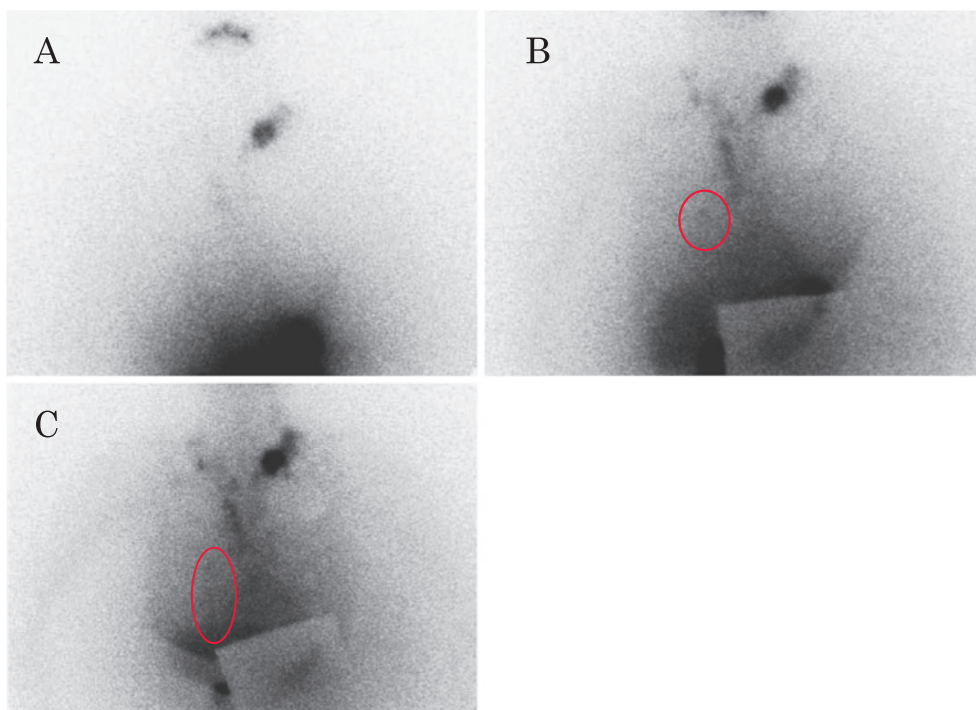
An area of enhancement corresponding to the leakage site was not seen 70 minutes after the initiation of thoracic duct scintigraphy (4A), but was confirmed near the right pulmonary hilum at 100 minutes. (4B) Clear leakage of chyle can be seen accumulating above the diaphragm at 120 minutes (4C).
